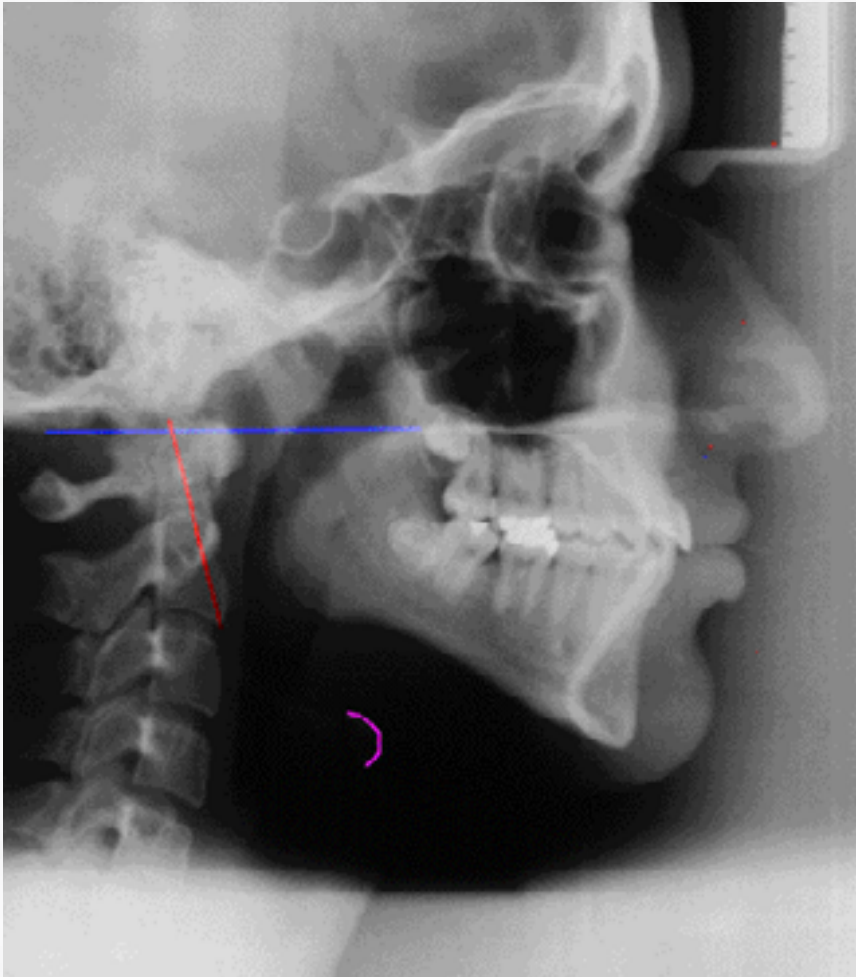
Telerradiografia de perfil.
